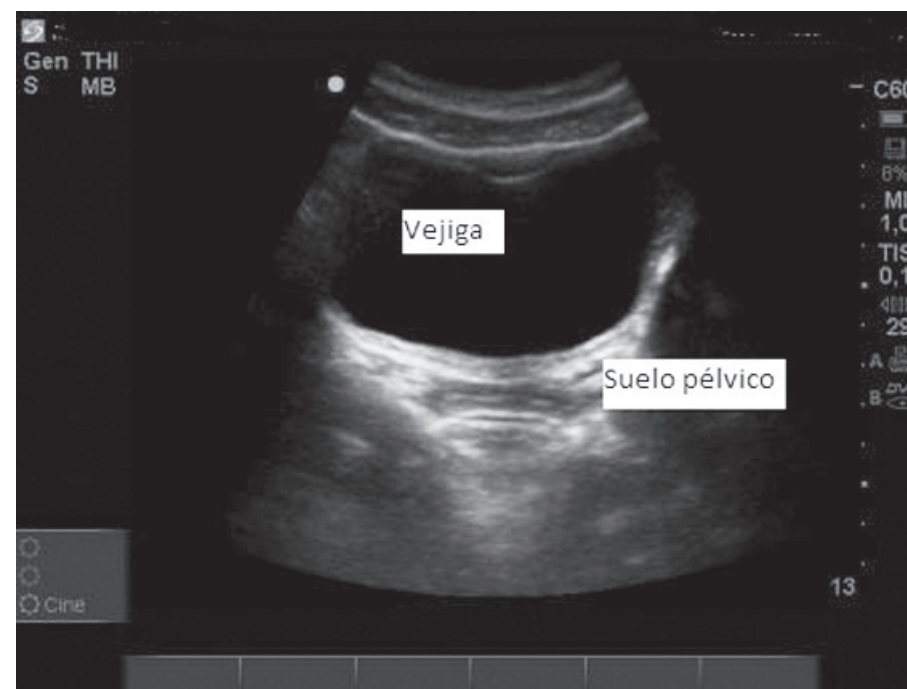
Imagen de una ecografía transabdominal transversal.
